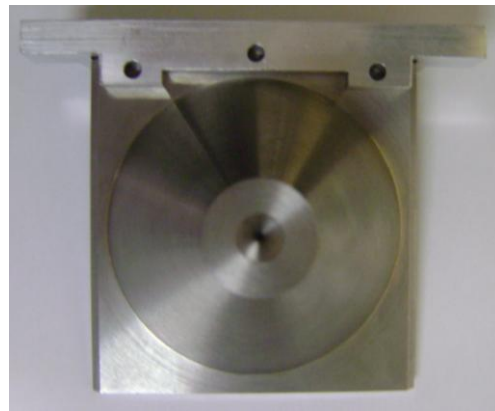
Colimadores que pueden instalarse en los detectores del tomógrafo FSPECT.*
